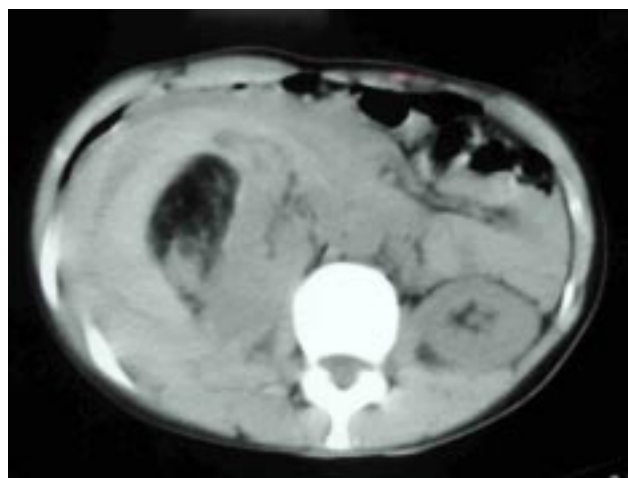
Tomografía helicoidal.
